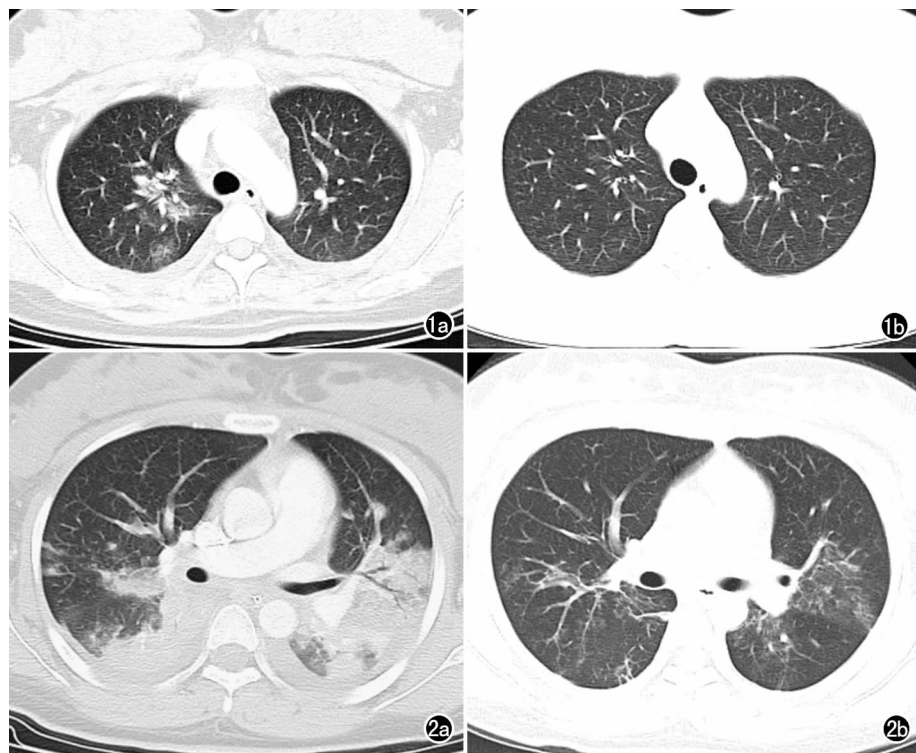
甲型 H1N1 流感肺炎。a) 发热 1 天就诊,CT 平扫示两肺多发斑片状磨玻璃密度及散在实变; b) 10 天后复查,CT 示肺内病变消失。图 2 甲型 H1N1 流感肺炎。a) 发热 3 天时 CT 增强扫描,示两肺多发实变及支气管血管束周围磨玻璃密度影及大片实变; b) 19 天后复查 CT 平扫,示两肺病变明显吸收,但仍见沿支气管血管束及胸膜下分布的磨玻璃密度影及少许小叶间隔增厚。
